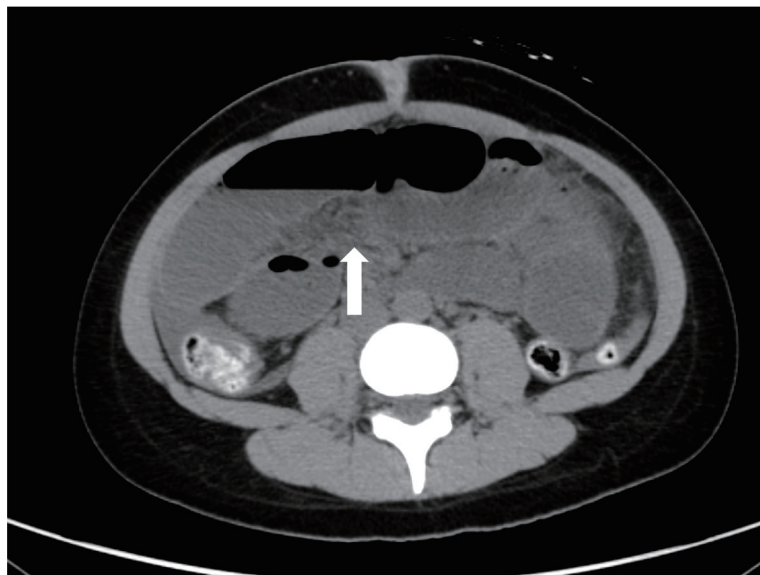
腹部造影 CT 検査 (2回目): 右下腹部に狭窄部（白矢印）.
